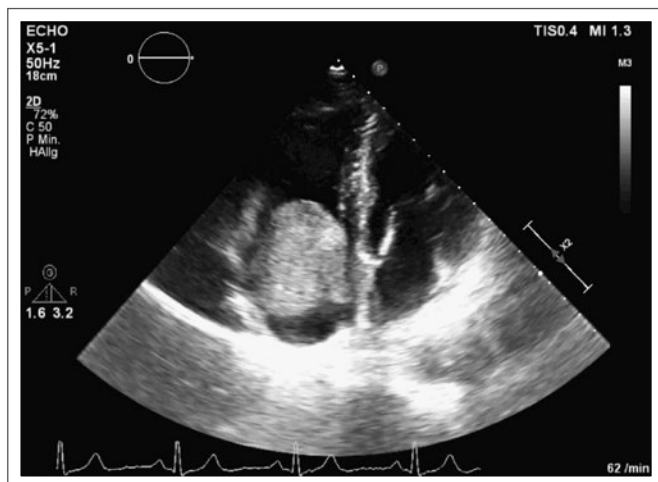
Echokardiographische Darstellung des rechten Vorhofs. Es zeigt sich eine solide tumoröse Formation mit Prolaps in die rechte Herzkammer im Rahmen der Diastole.
